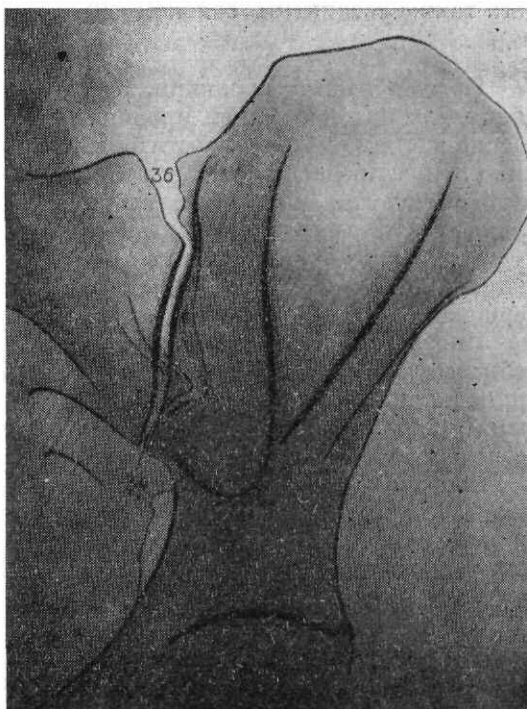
Прицельная рентгенограмма крестцово-подвздошного сустава в косой задней проекции.
